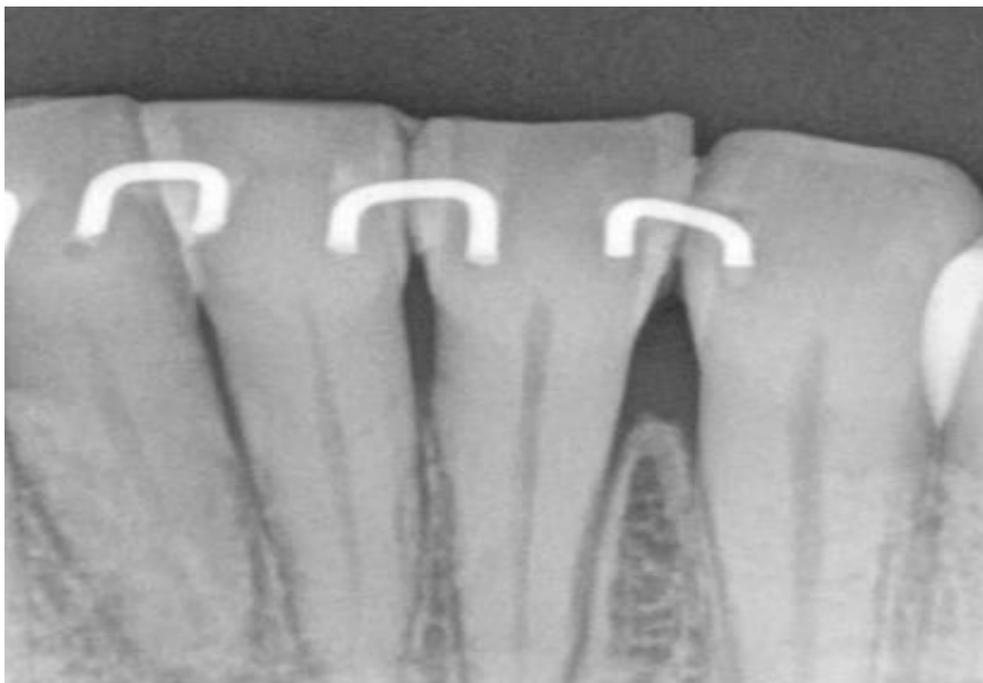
Radiographie rétro-alvéolaire d'une contention en U d'Abjean[39]
